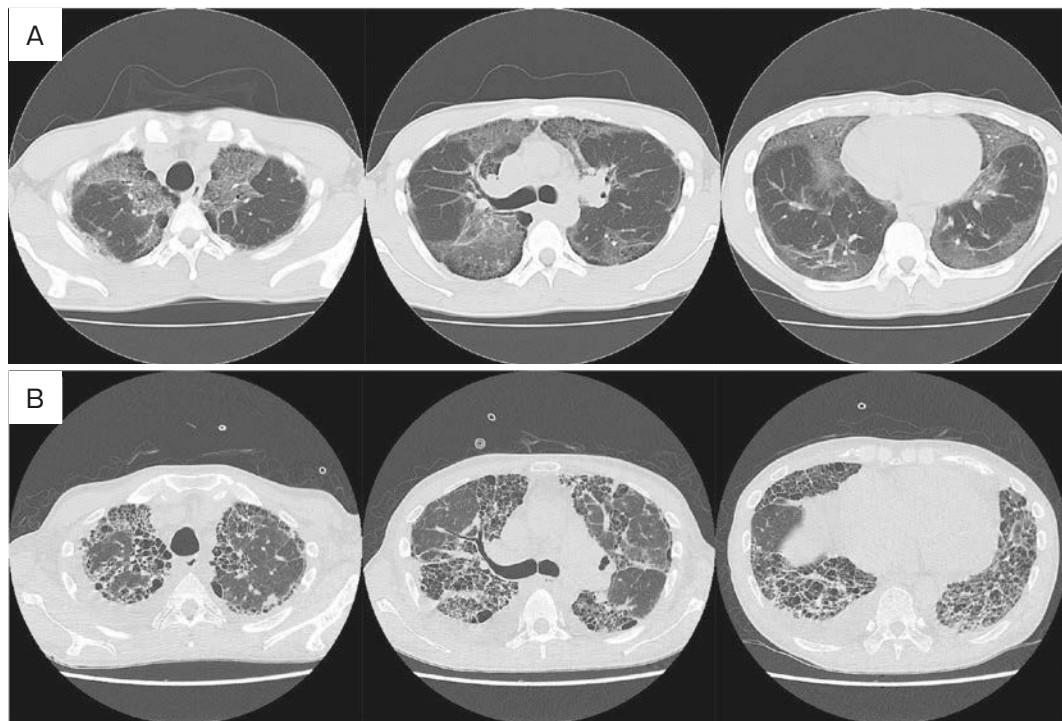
Computed tomography (CT) images. (A) Sixteen years ago, chest CT scans showed subpleural, bilateral ground glass opacities surrounding cystic lesions. (B) On admission, widespread fibrosis and honeycomb lungs with a few pleural effusions were seen.
